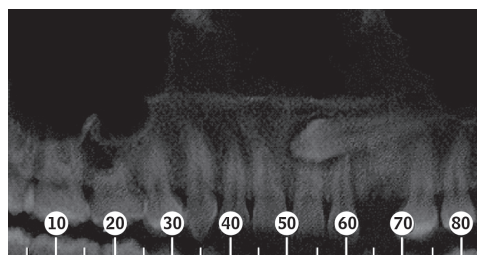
Tomografia de paciente com o 23 incluído e agenesia do 15
